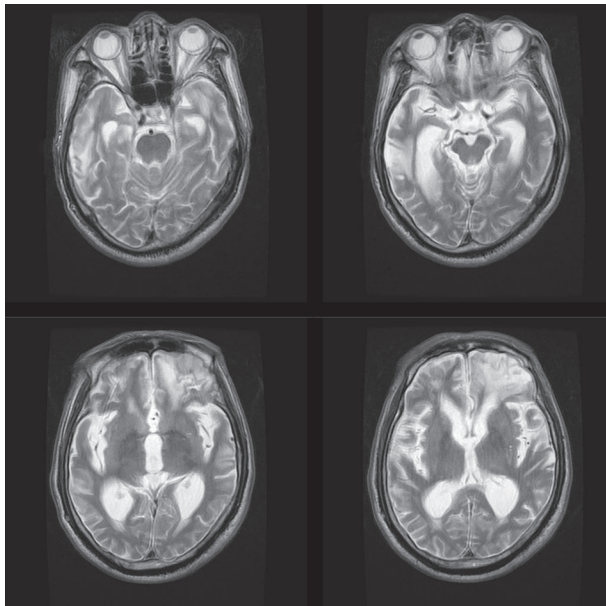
Brain MR image shows cortical infarction and atrophy in both frontal and temporal lobes.
